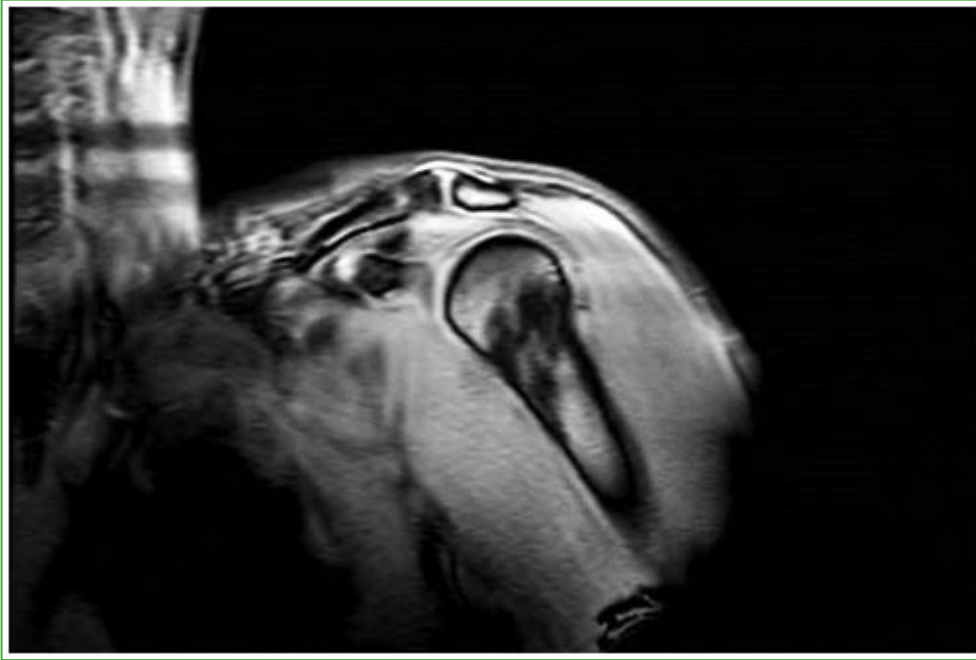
Resonancia magnética de hombro, corte coronal. Se observa una extensa zona de desestructuración fibrilar con señal heterogénea en el sector superolateral del pectoral mayor.
